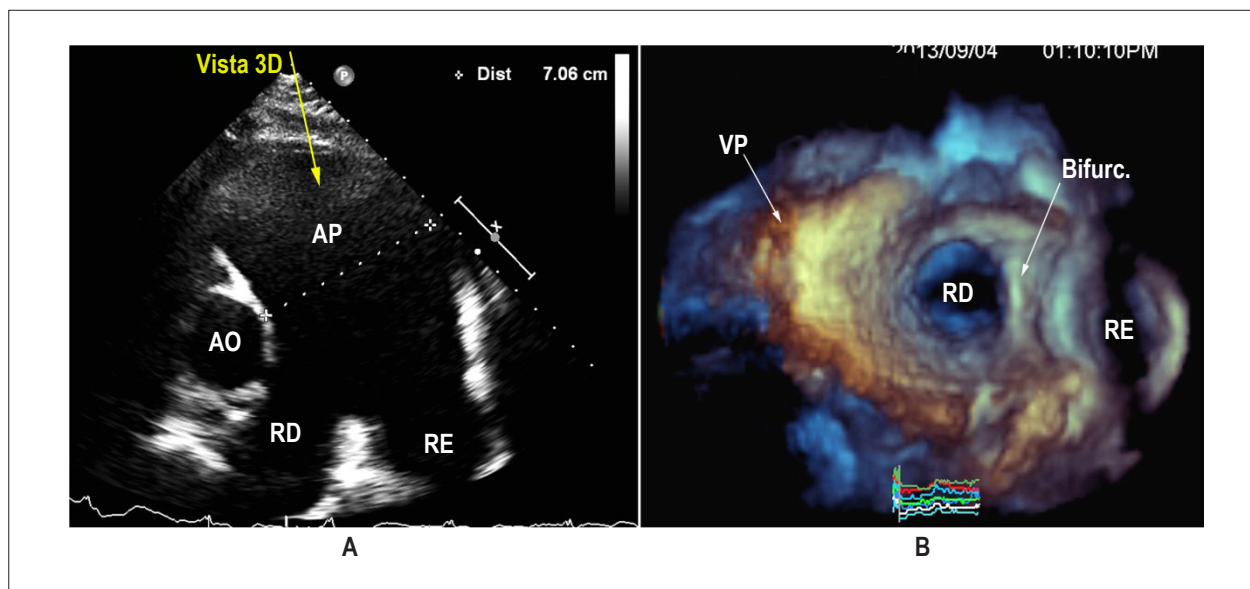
A – imagem em corte paraesternal de paciente com HAPE e dilatação aneurismática da artéria pulmonar e ramos. B – ecocardiograma 3D do mesmo paciente, onde se observa grande dilatação do tronco pulmonar e ramos. Notar as irregularidades na parede do tronco pulmonar. AO: aorta; AP: artéria pulmonar; RD: ramo direito; RE: ramo esquerdo; Bifurc.: bifurcação pulmonar; VP: valva pulmonar.
